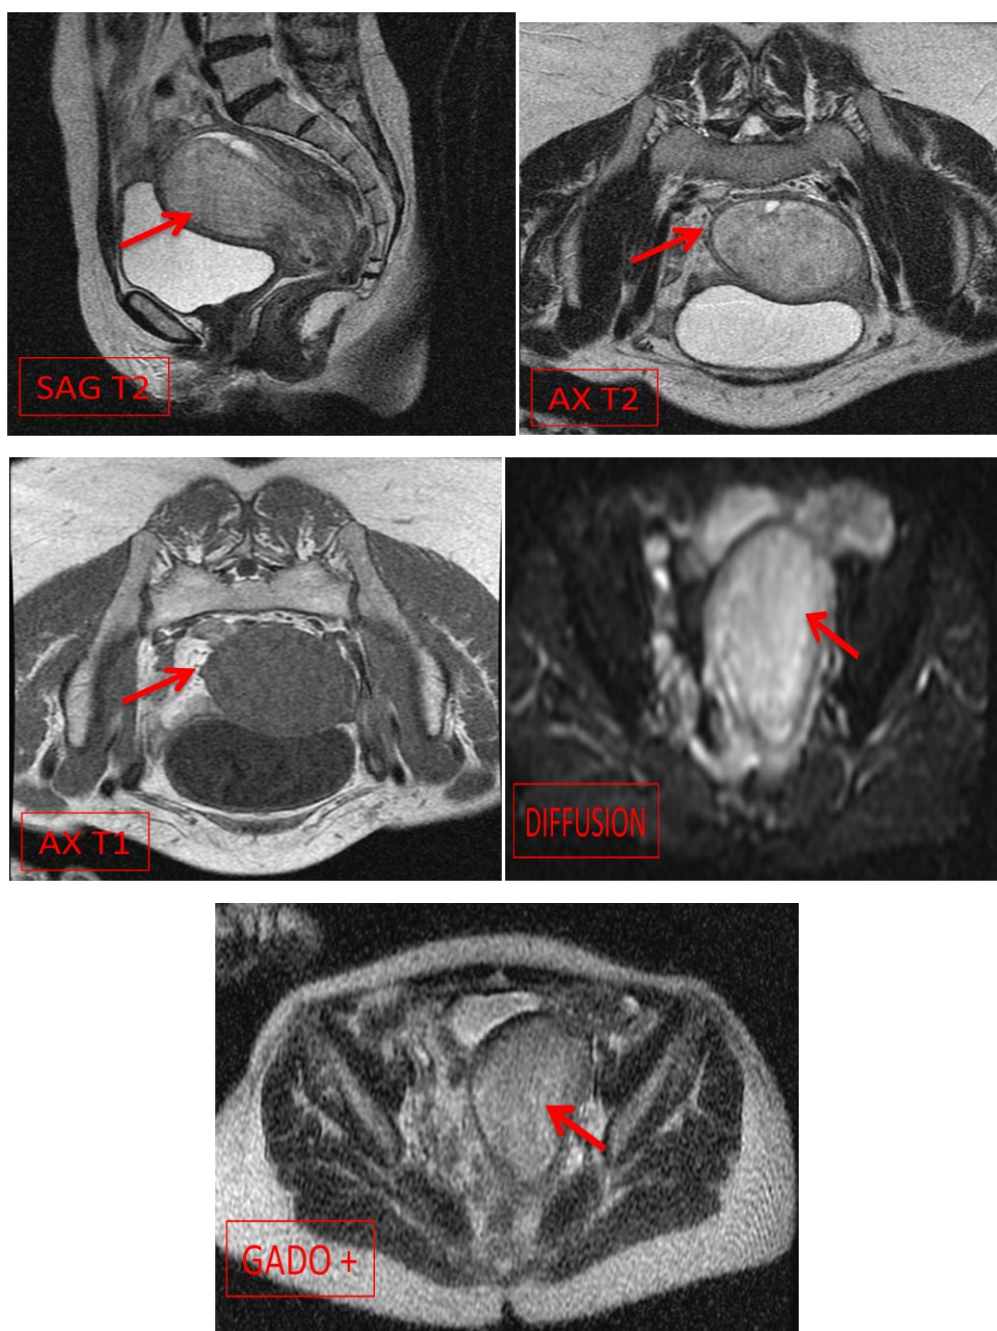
Aspect IRM d'un Léiomyosarcome cas n° :9
